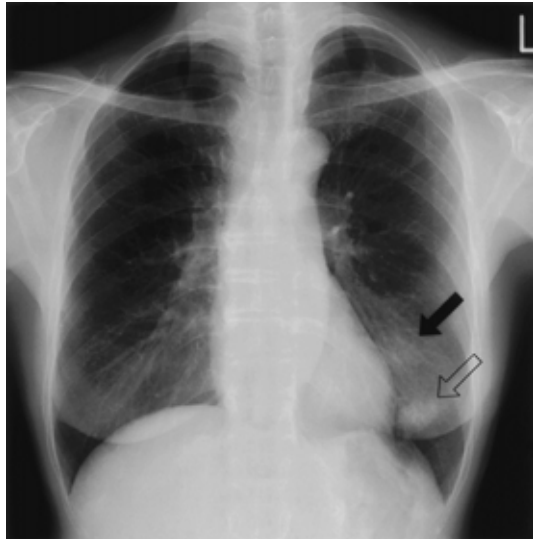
Chest X-ray film on admission shows two nodular lesions in the left lower lobe.
